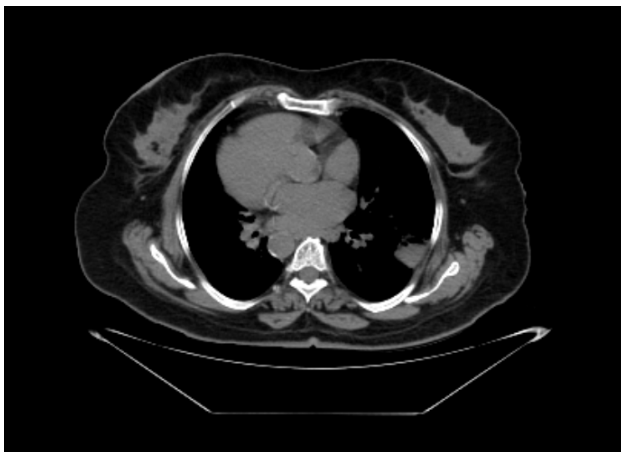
Chest computed tomography showing a solid nodule in the middle lobe located in the left hemithorax, consistent with situs inversus totalis anatomy.
